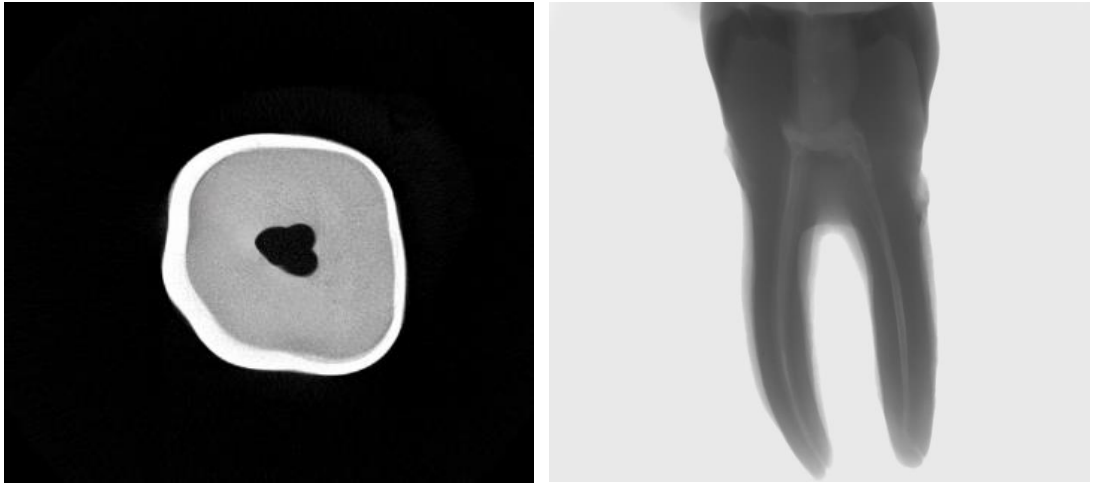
Geleneksel giriş kavitesinin Mikro-BT ile aksiyel ve sagittal eksenlerdeki görüntüsü.
